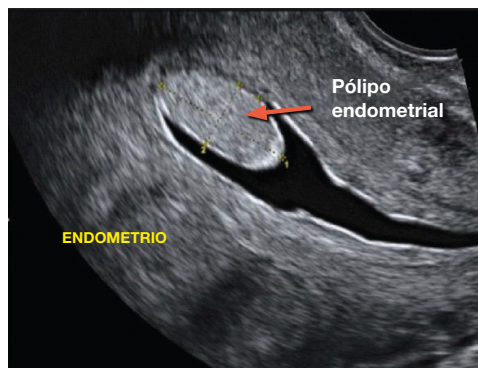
Imagen de ultrasonido de ecografía de infusión salina (SIS) o sonohisterografía (SHG) que muestra un pólipo endometrial.
